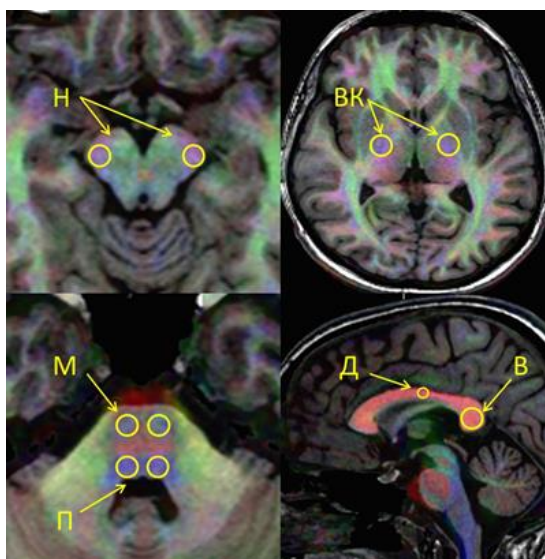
Зоны интереса, нанесенные на цветные FA-карты совмещенные с T1-взвешенными изображениями, в которых регистрировались параметры ДТ-МРТ: КСТ на уровне моста мозга (М), ножек мозга (Н), внутренних капсул (ВК) с обеих сторон, медиальные петли (П), двигательная зона (Д) и валик (В) мозолистого тела.
